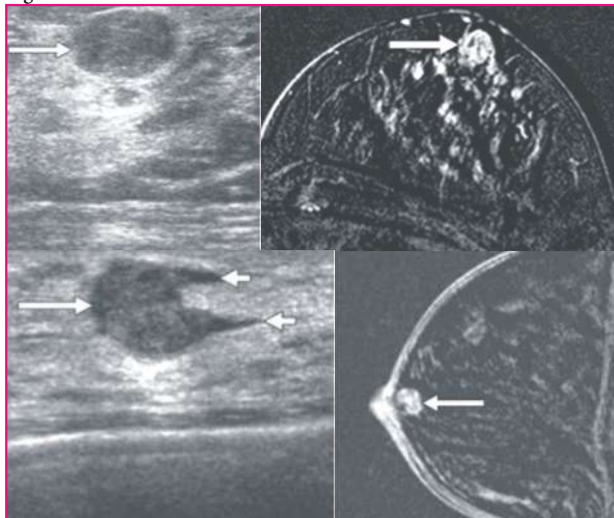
Lesões papilíferas observadas tanto na ultrassonografia como na ressonância magnética.
